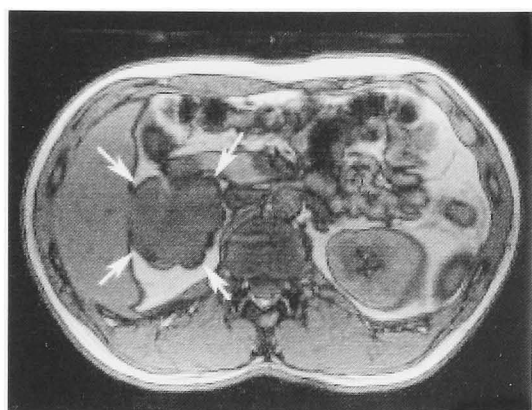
MRI shows low-intensity on T1-weighted image, but middle intensity on T2-weighted image.
